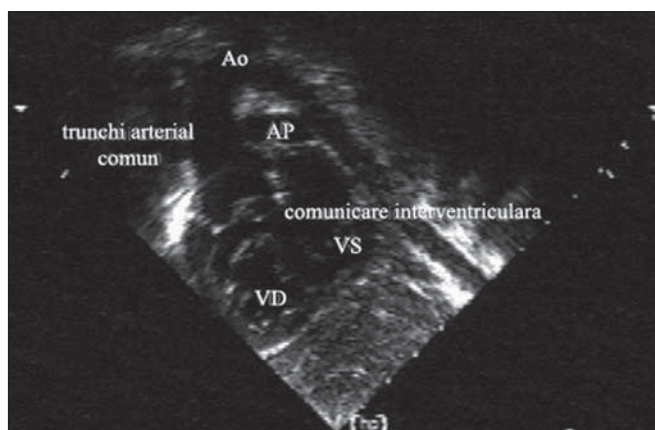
Trunchi arterial comun. Secțiune parasternal ax scurt.
